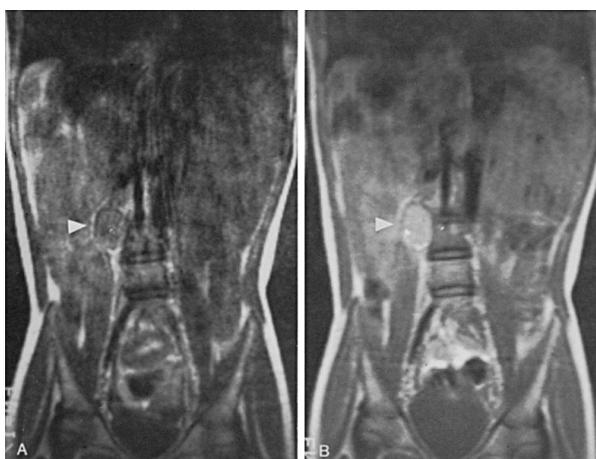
RMN donde se observa un Feocromocitoma señalado con una flecha, del lado derecho.
